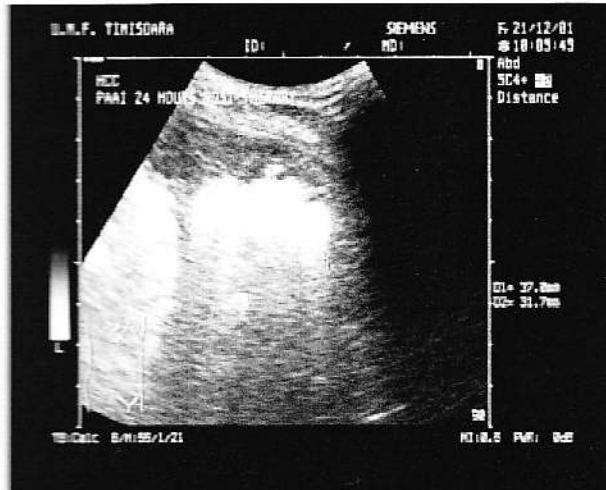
Aspect ecografic la 24 ore după PAAI.
